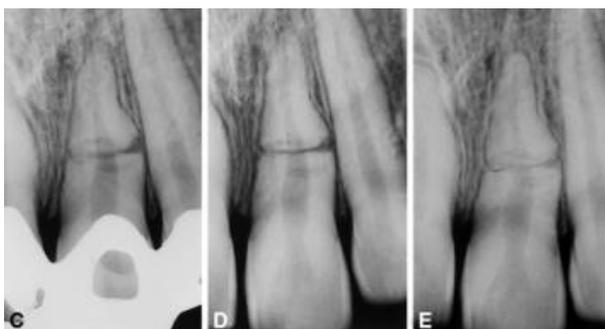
Radiographies d'une dent fracturée cicatrisée par interposition de tissu conjonctif montrant des résorptions radiculaire externes de surfaces ; par Cvek et coll. (2001) (37) :
